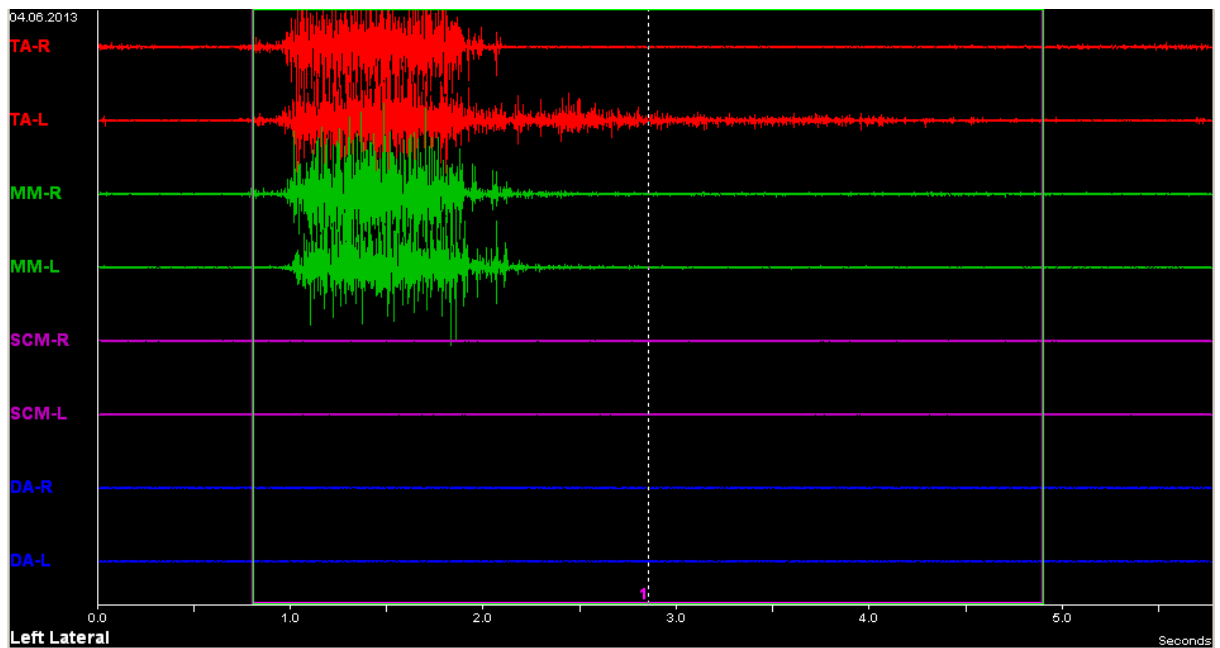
Электромиограмма при выполнении пациентом латеротрузионного движения влево.
